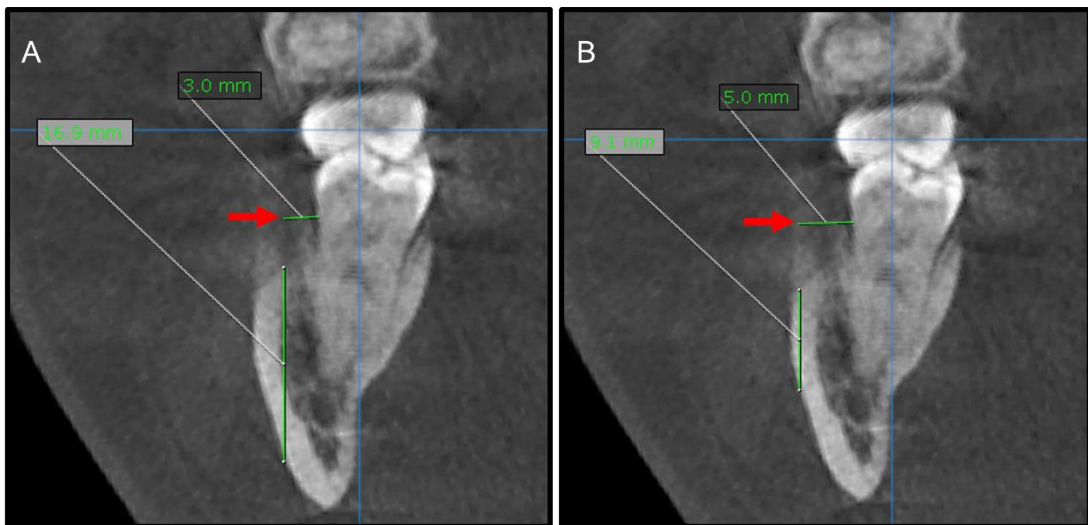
Vista coronal de CBCT. A Profundidad a 3mm. B. Profundidad a 5mm. Medidas indicadas por las flechas rojas (línea horizontal), tomando como referencia la UCA.
